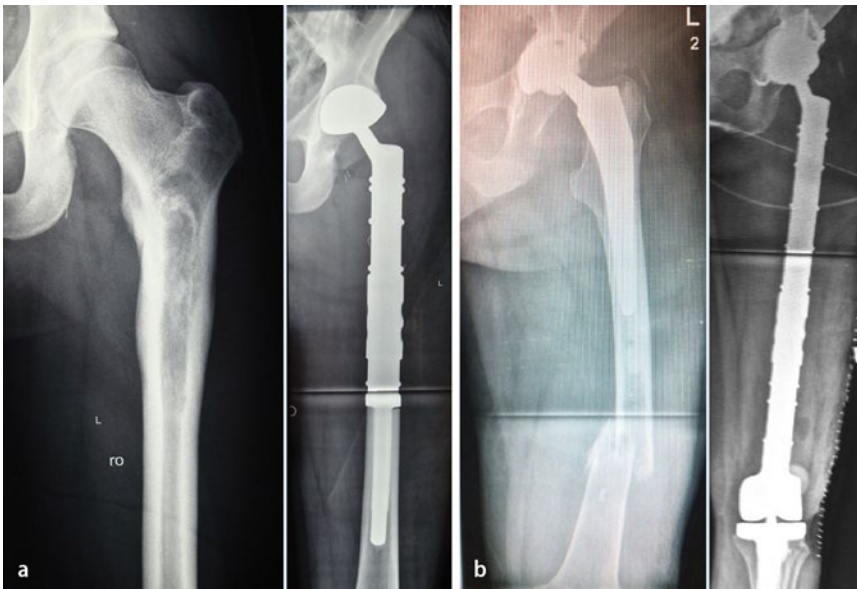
◀ Prä- und postoperative Röntgenaufnahmen nach Implantation eines zementfreien proximalen Femurersatzes mit zementfreier tripolarer Pfanne bei Ewing-Sarkom (a) und eines totalen Femurersatzes mit azetabulärem Rekonstruktionsring und einzementierter tripolarer Pfanne bei pathologischer Fraktur distal einer einliegenden Hüft-TEP bei Chondrosarkom (b)
